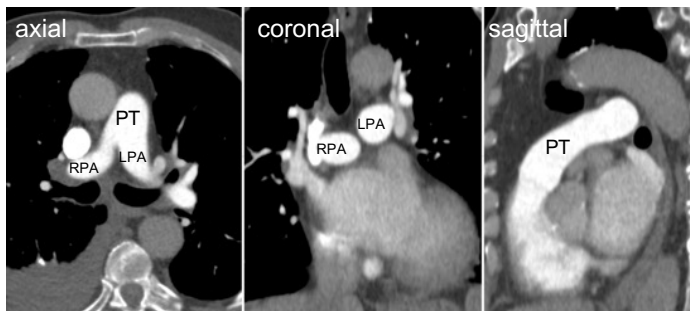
Figuri care ilustrează reconstrucții CTA normale din diferite regiuni anatomice, așa cum sunt utilizate în rutina clinică
